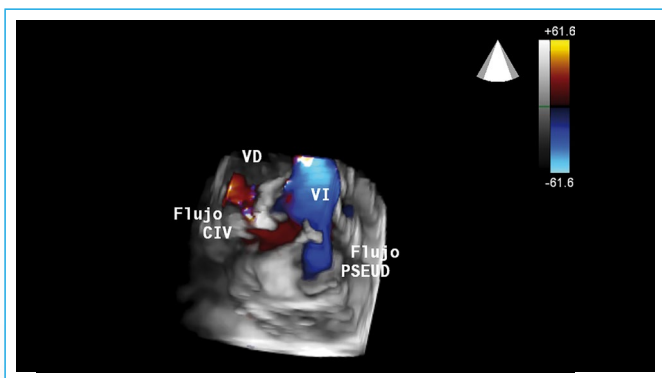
Ecocardiografía tridimensional que muestra la doble ruptura miocárdica. Con el Doppler color se evidencia el flujo turbulento en el ventrículo derecho (VD) generado por la comunicación interventricular (CIV) y el flujo que entra al pseudoaneurisma (PSEUD) del ventrículo izquierdo (VI) durante la sístole ventricular
